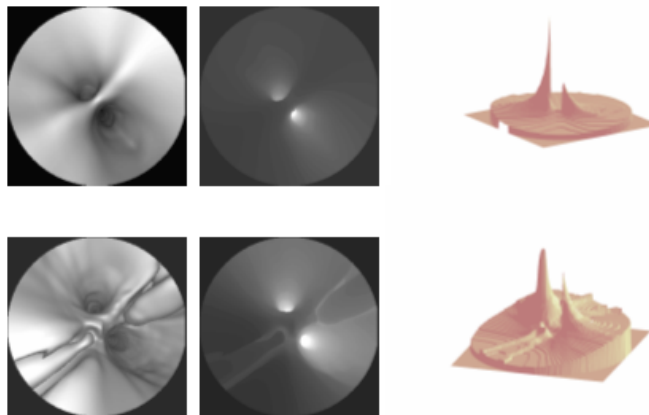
Deux cartes de profondeur typiques calculées par le capteur actif lors de la navigation exploratoire virtuelle dans des structures vasculaires (données TDM).
